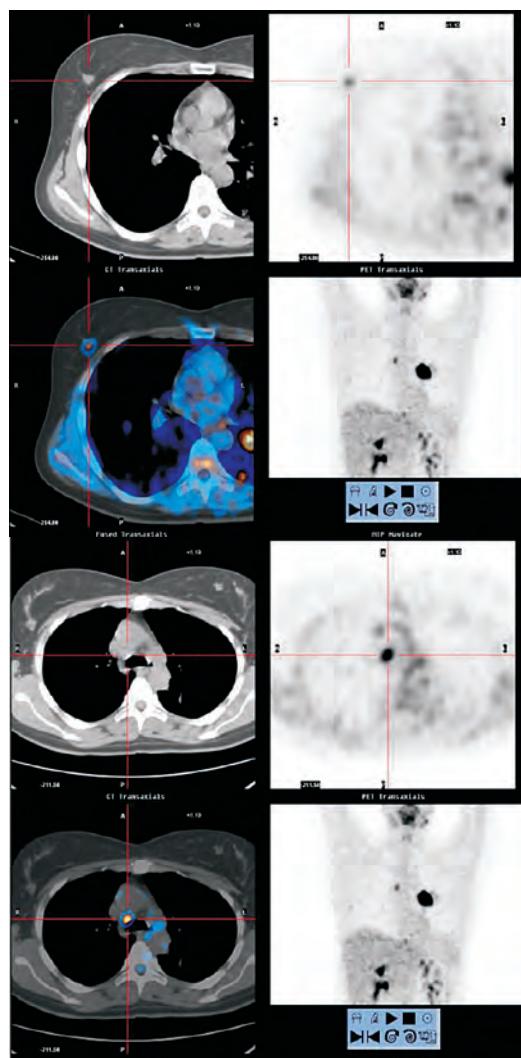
PET-TC – nódulo da mama direita e adenopatia paratraqueal direita
